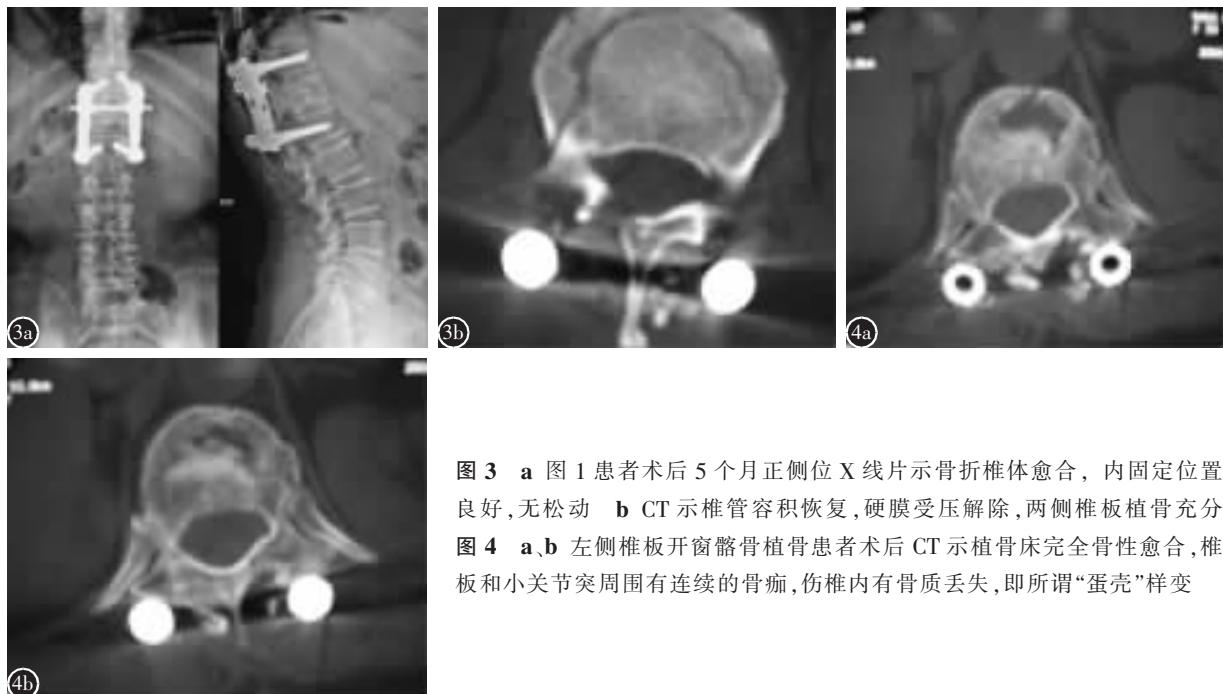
a 图 1 患者术后 5 个月正侧位 X 线片示骨折椎体愈合, 内固定位置良好, 无松动 b CT 示椎管容积恢复, 硬膜受压解除, 两侧椎板植骨充分
